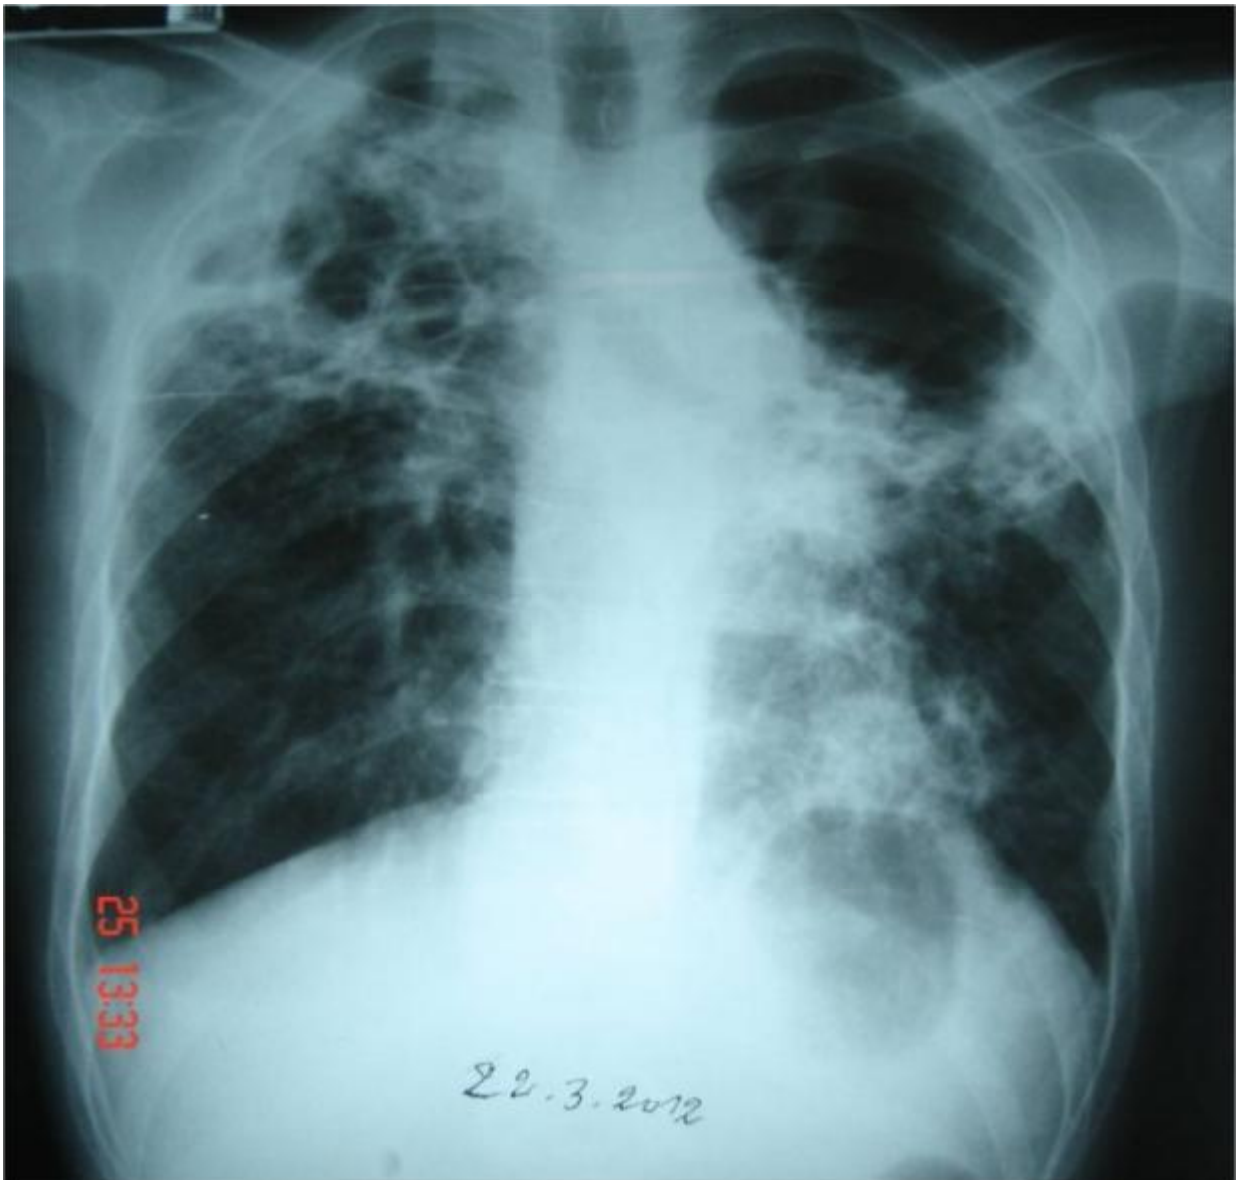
radiographie thoracique montrant des cavités bilatérales multiples.
